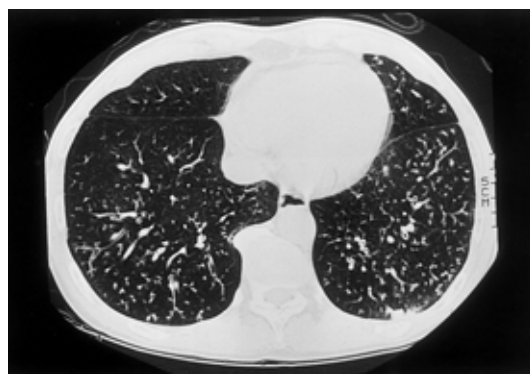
Chest high-resolution CT scan (2 mm) on admission, showing diffuse granular and small branching linear opacities. Note that bronchioli are prominent.
